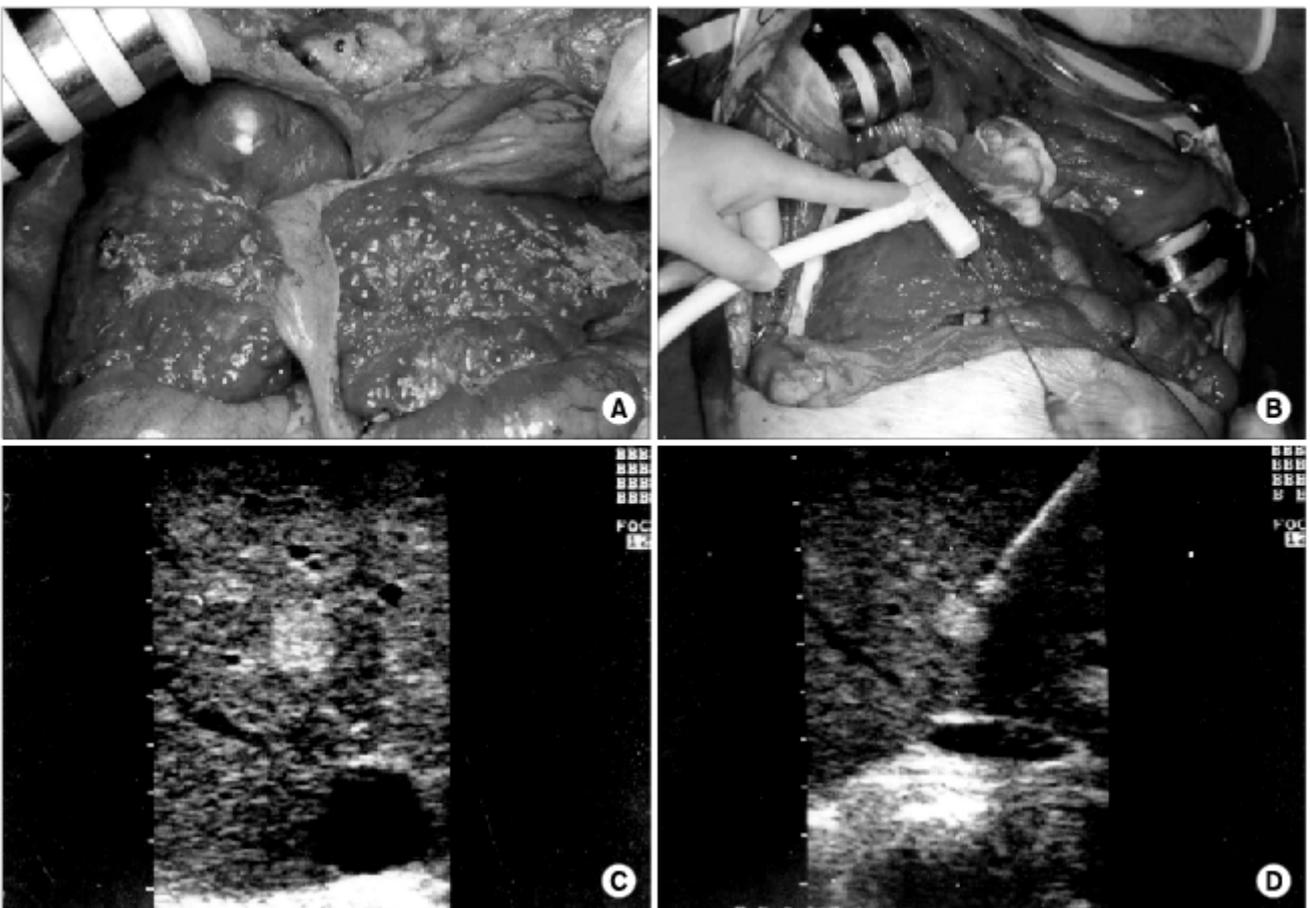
Operative finding of liver and stomach of metachronous double primary cancers. Subtotal gastrectomy was done 11 years ago matachrouous right hepatic mass (A) was resected and another hepatic mass is being radioablated (B). Hepatic mass (C) is being traced with ultrasonic probe and catheter tip for radiablation (D).
